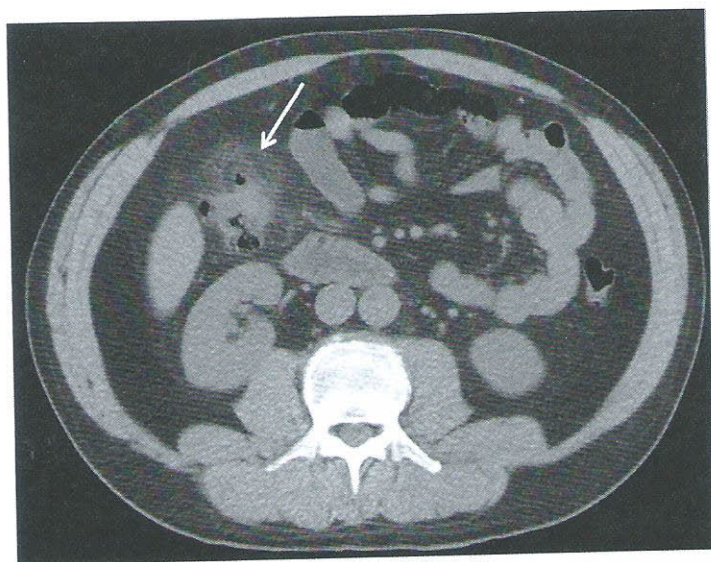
TDM abdominale sans injection de produit de contraste, coupe axiale
